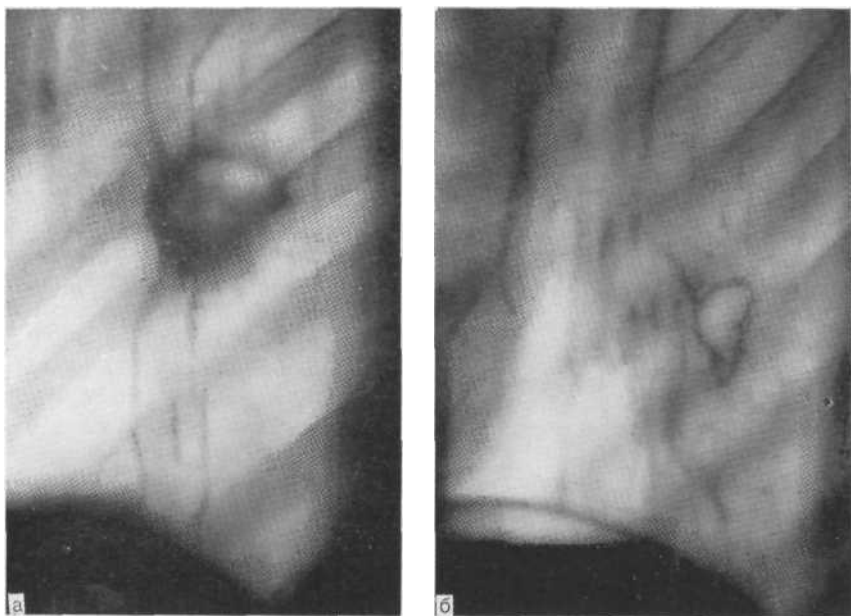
Боковые томограммы слева.
